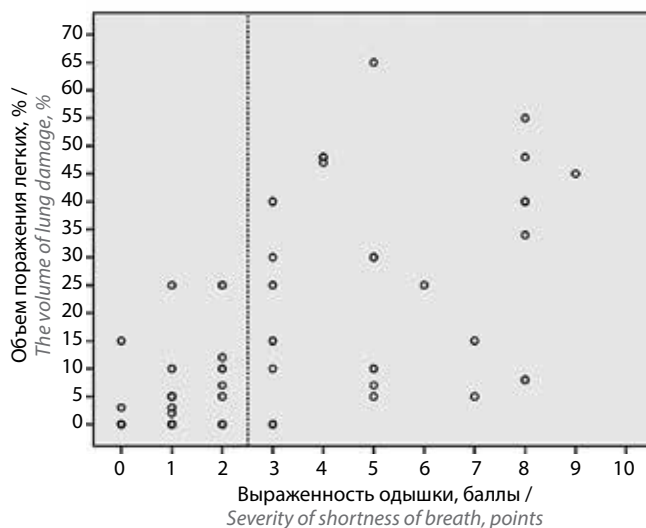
Связь между выраженностью одышки по шкале Борга после теста 6-минутной ходьбы и объемом поражения легких по данным компьютерной томографии высокого разрешения
